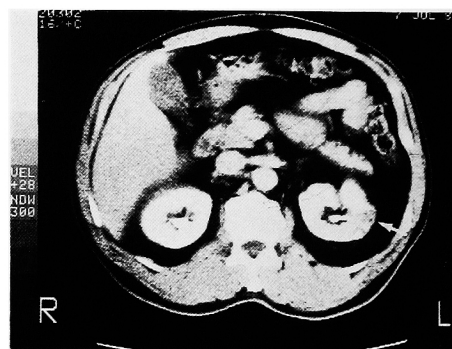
CT-scan showing a small irregular mass of the left kidney (arrow).
